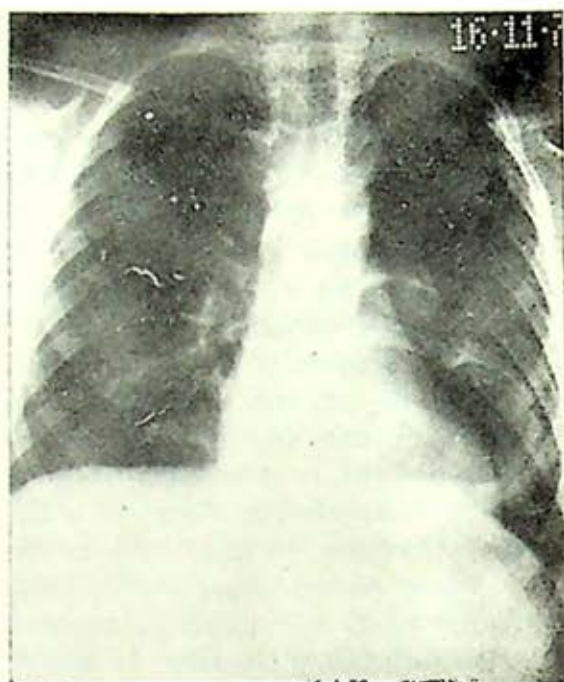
Radiografía simple de secuestro pulmonar intralobar con múltiples imágenes quísticas.
